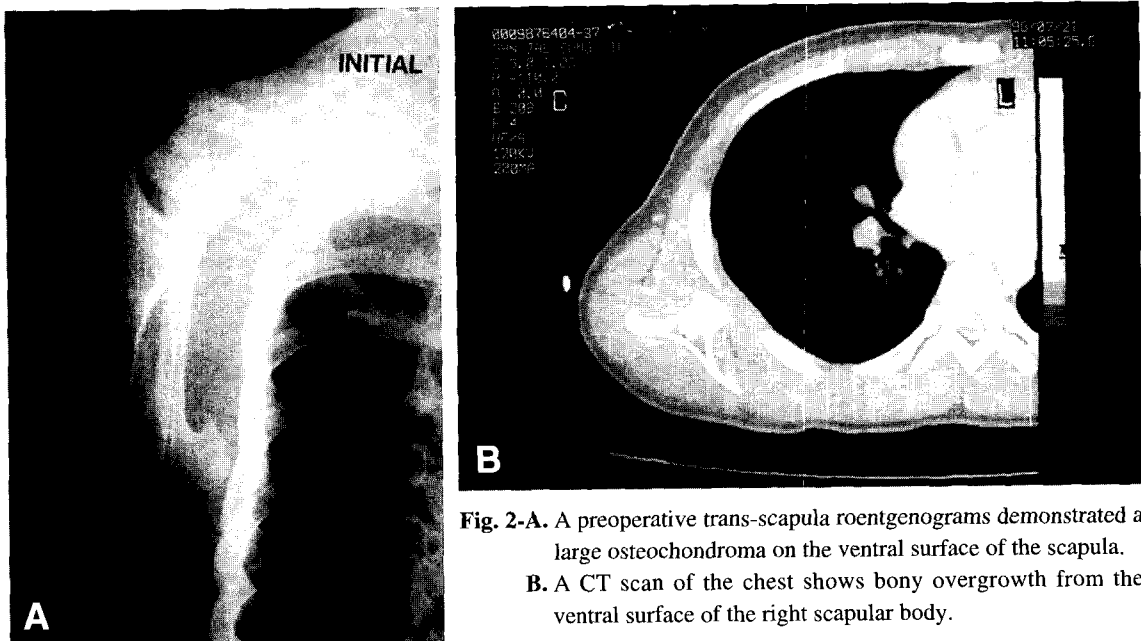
A preoperative trans-scapula roentgenograms demonstrated a large osteochondroma on the ventral surface of the scapula.
